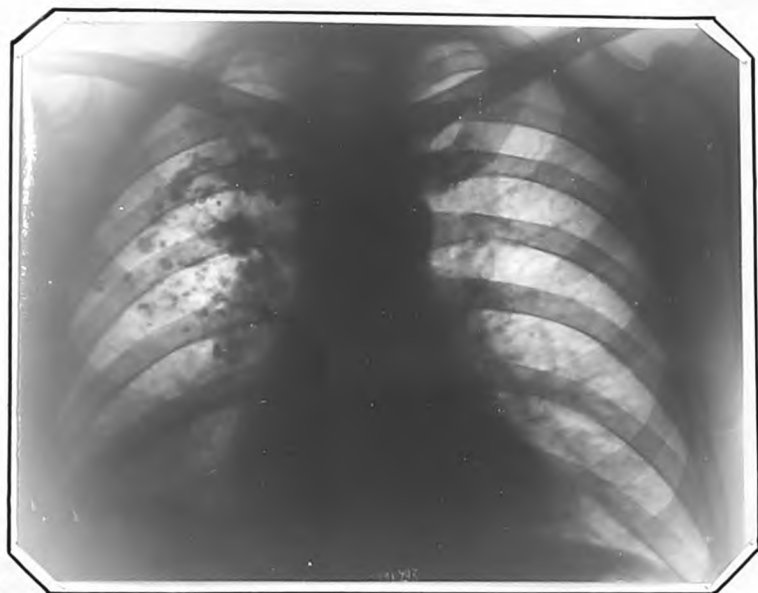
Рентгенограмма легких больного М., 42 лет, от 29.Х.1959 г. В обоих легких, преимущественно справа, на фоне рубцовых изменений — обнестивленные очаги. Справа — плевральные наложения.
